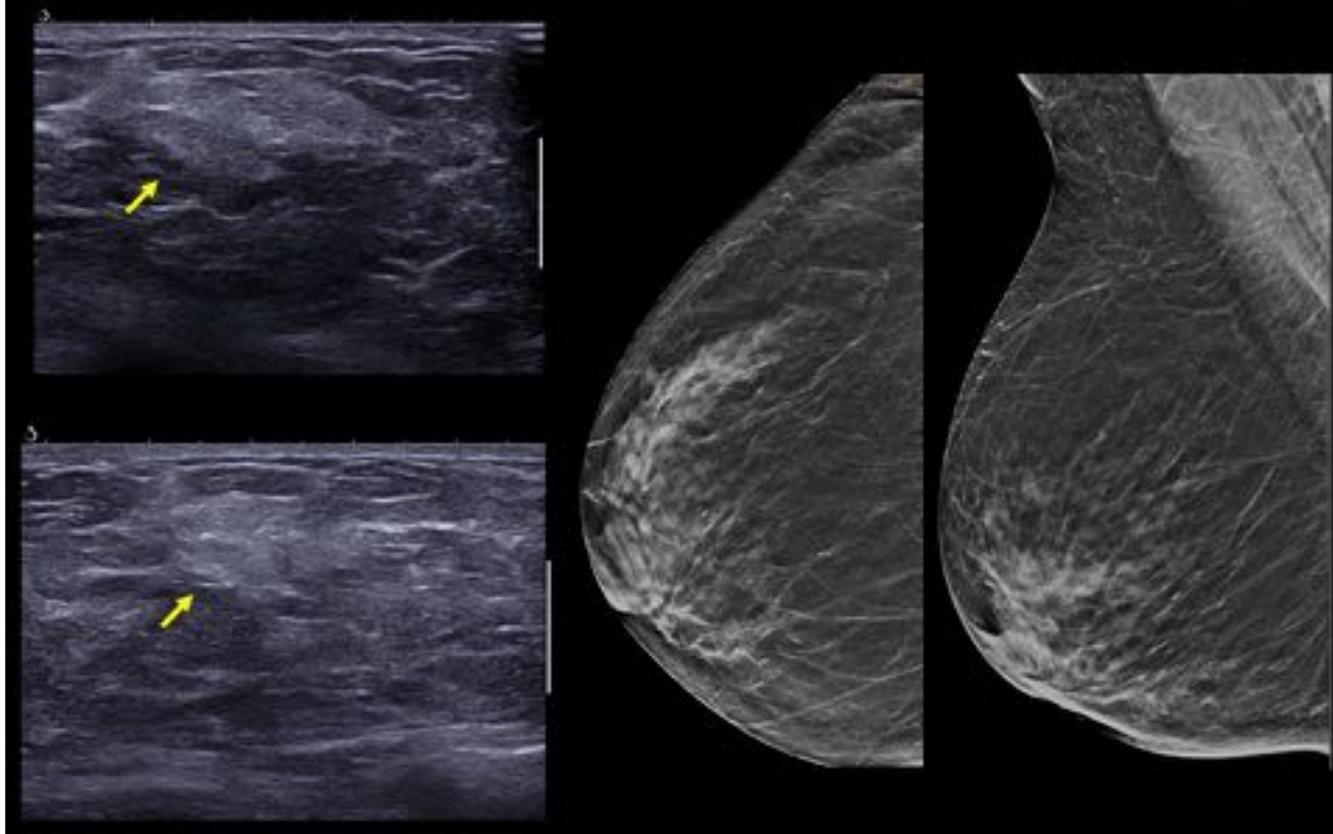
Mujer de 83 años con nódulo palpable en CII de mama izquierda de nueva aparición. La mamografía no mostraba lesiones sospechosas ni cambios respecto a previas. La ecografía selectiva de la zona de palpación diferenciada evidenció una masa hiperecoica de márgenes irregulares, indeterminada. Se realizó biopsia de la lesión con el resultado de carcinoma lobulillar.
